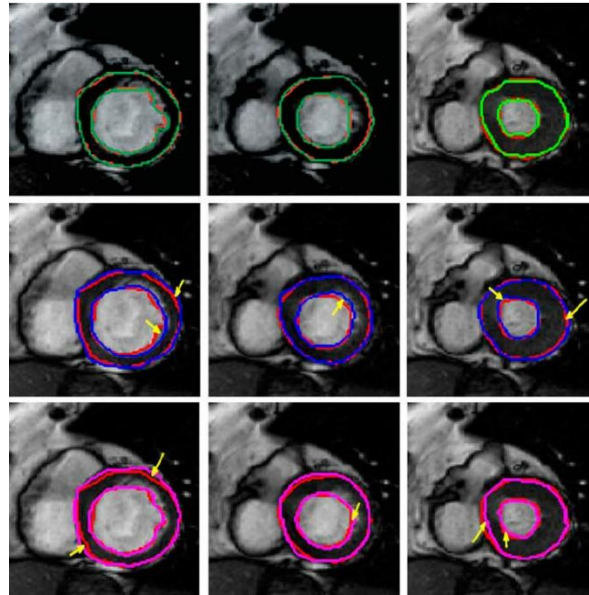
Segmentación de una imagen MRI con diferentes métodos. En rojo se marca la segmentación manual, mientras que los otros colores corresponden a diferentes métodos de segmentación automatizados. Fuente: (Mahapatra, 2013)
